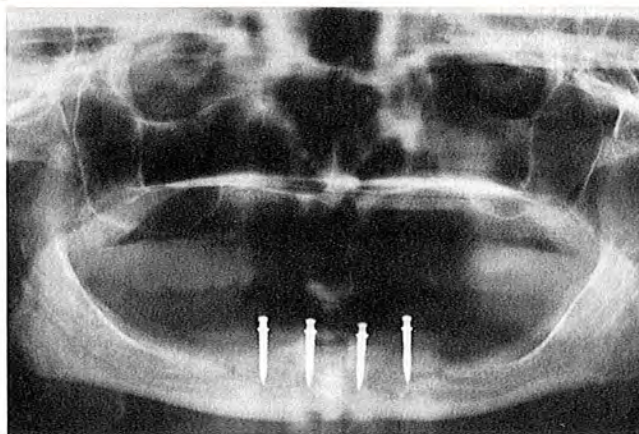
Die Röntgenkontrolle – parallel dank des Parallelometers
